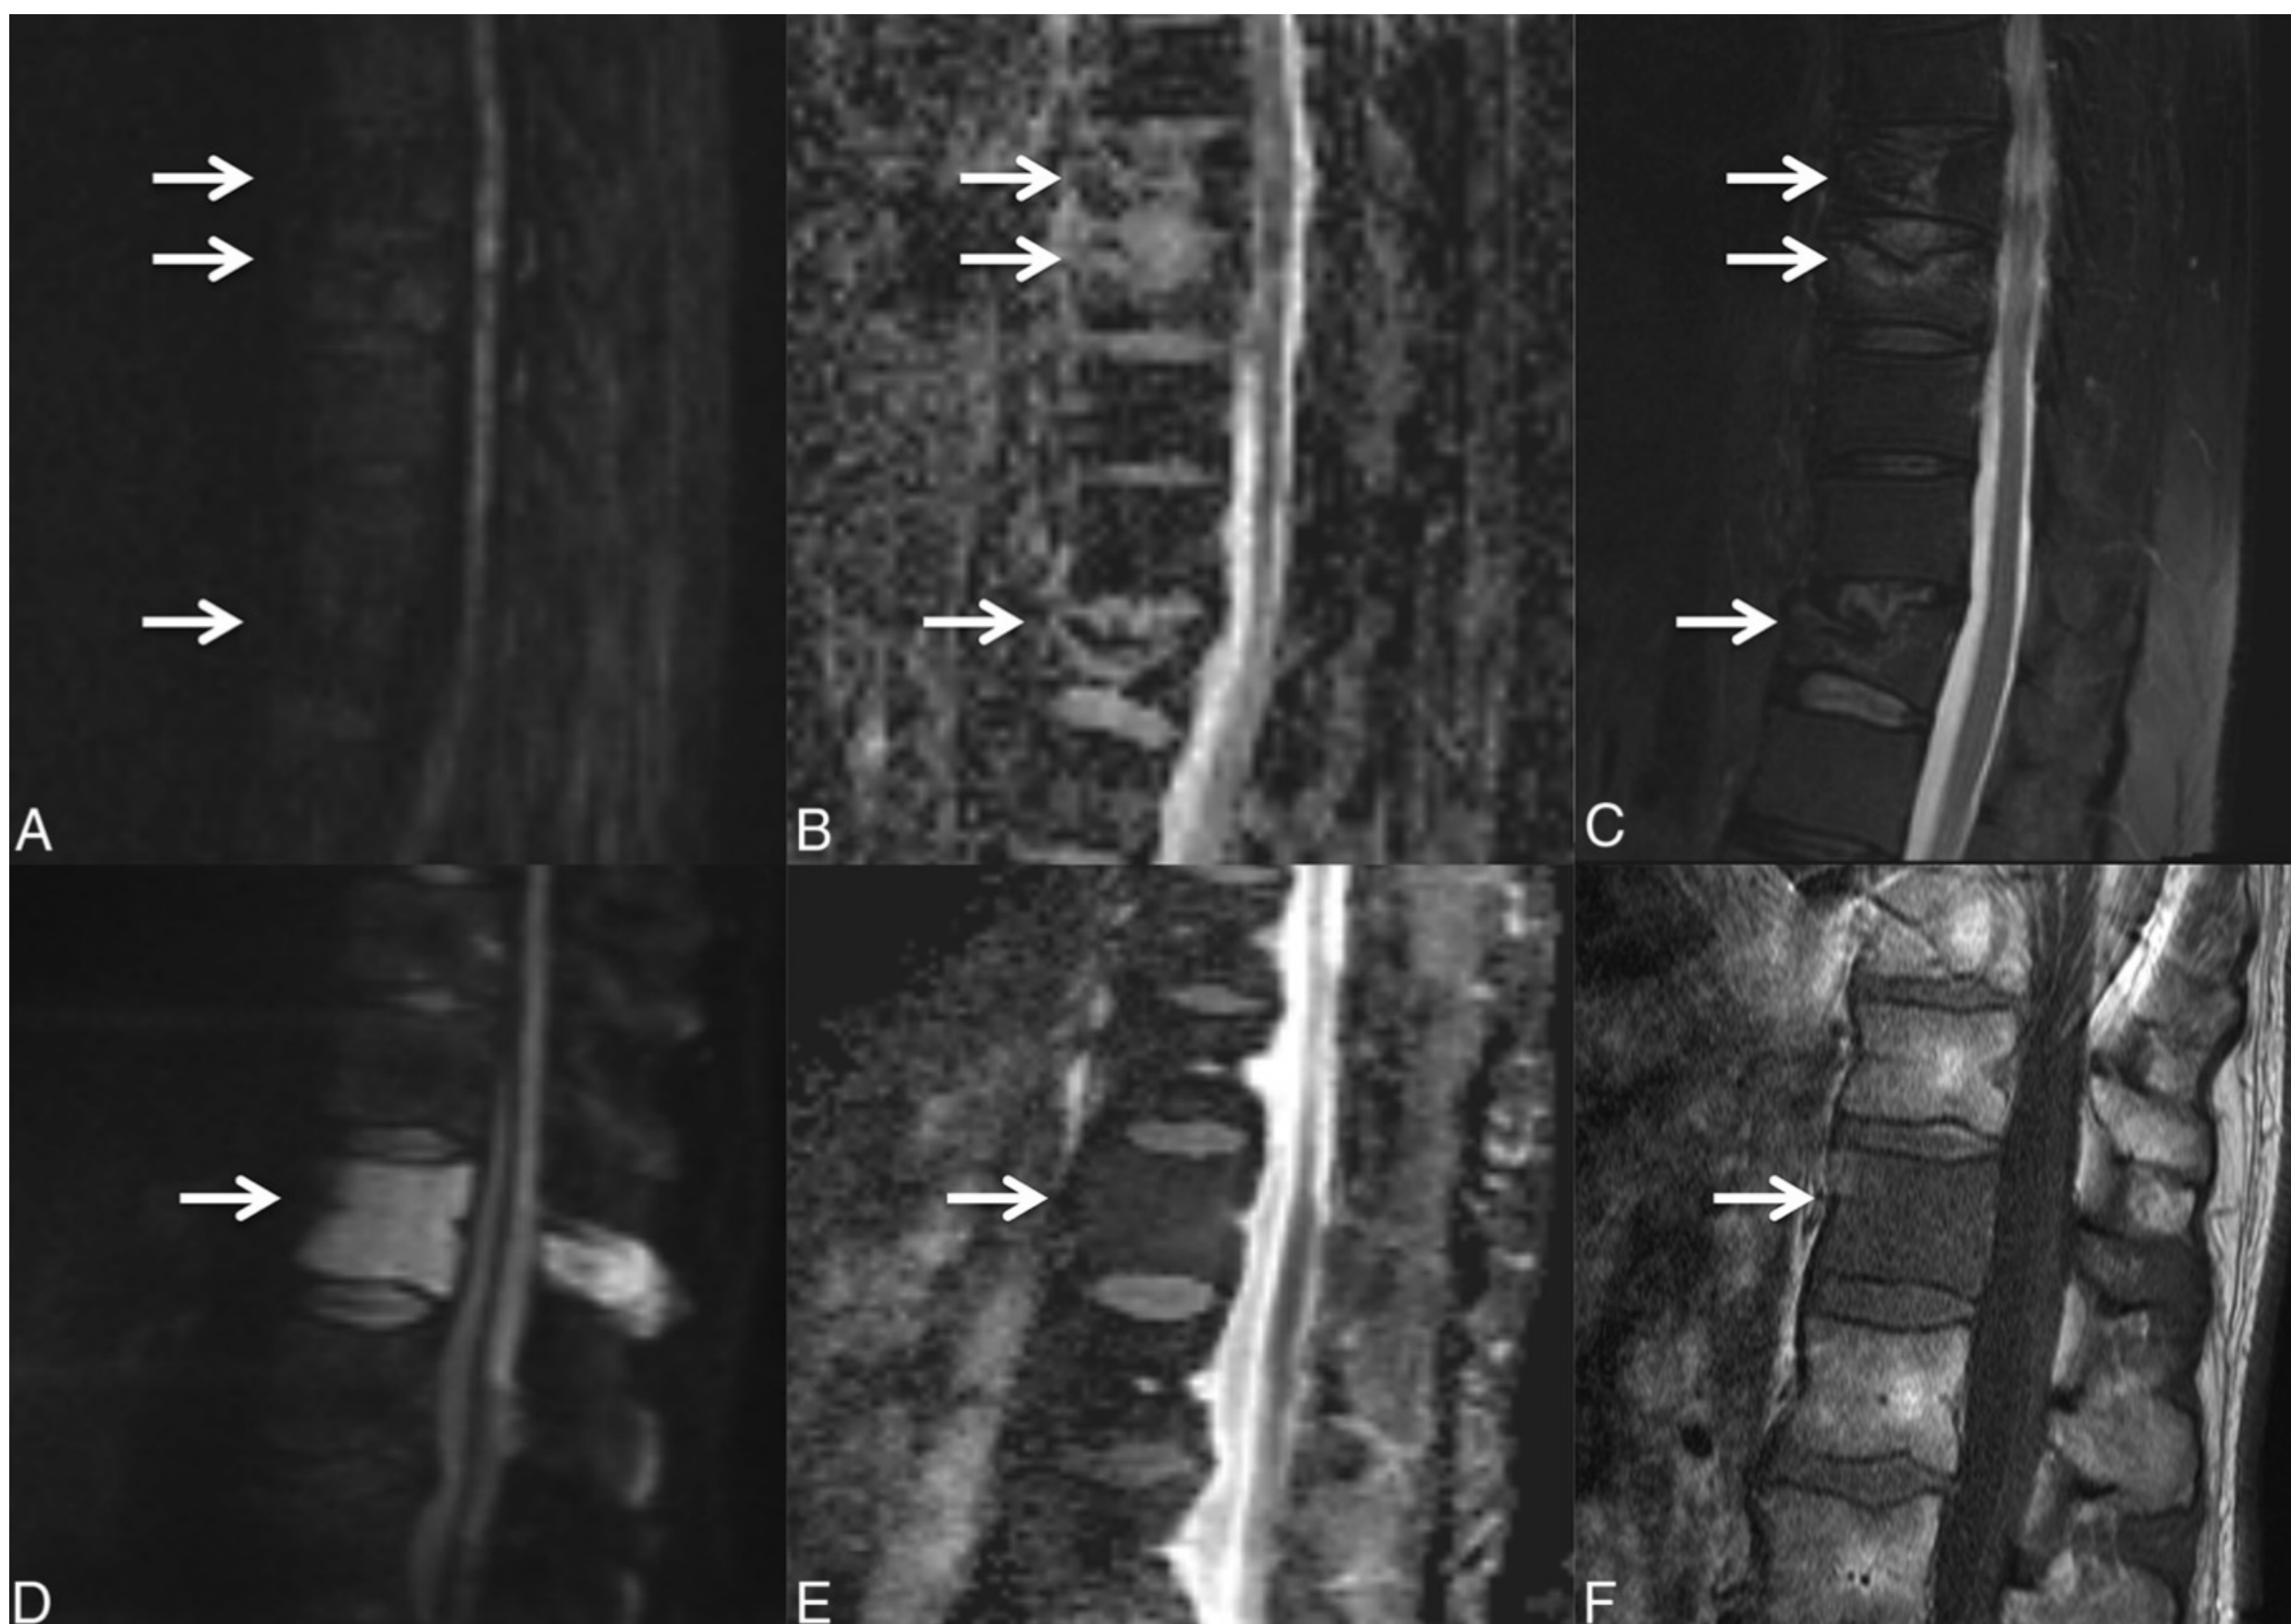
Fracturas osteoporóticas múltiples (A, B y C) (A) DWI Sagital y (B) mapa de ADC muestran la ausencia de restricción en secuencias de difusión. Edema en cuerpos vertebrales en (C) T2 Sagital. Infiltración tumoral de T12 con hiperintensidad en DWI (D) y valores bajos en el mapa ADC (E). Muestra discreta pérdida de altura de platillo superior.
